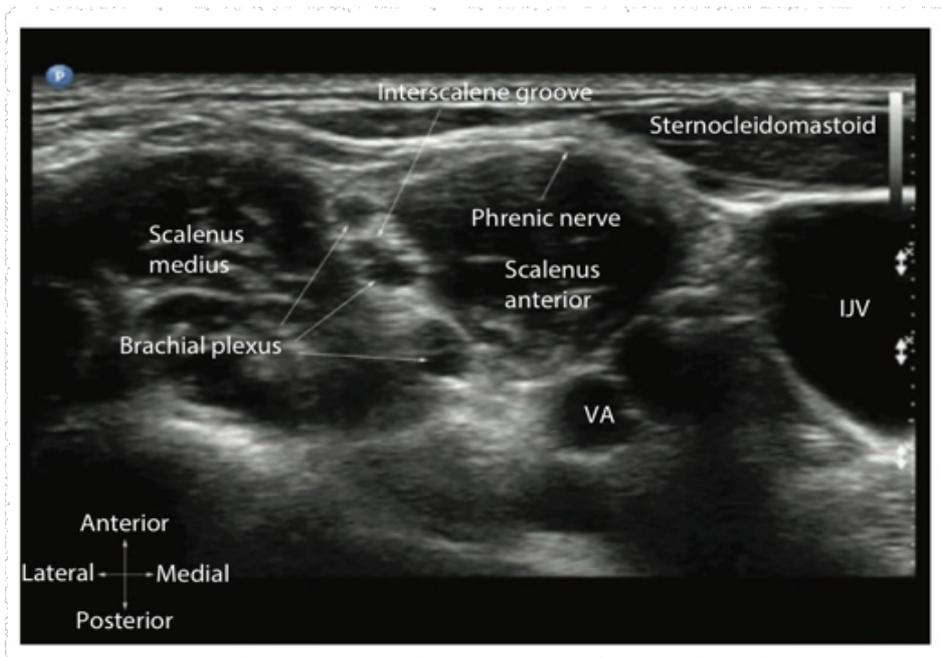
Abordaje Interescalénico mediante USG del plexo braquial.
